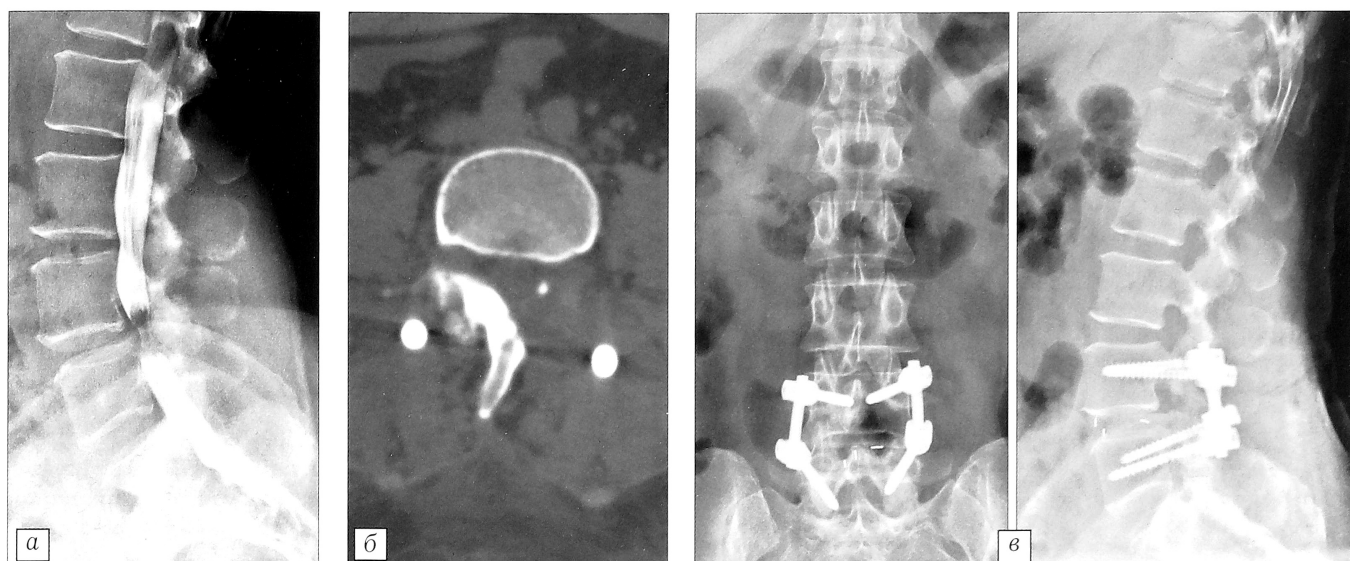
Миелограммы в боковой проекции (а) и аксиального среза контрольной МСК-томограммы поясничного отдела позвоночника на уровне L4–L5 (б) больной Д. 48 лет до операции и рентгенограммы после двусторонней декомпрессии из унилатерального доступа с последующей транспедикулярной и межтеловой стабилизацией (в).
